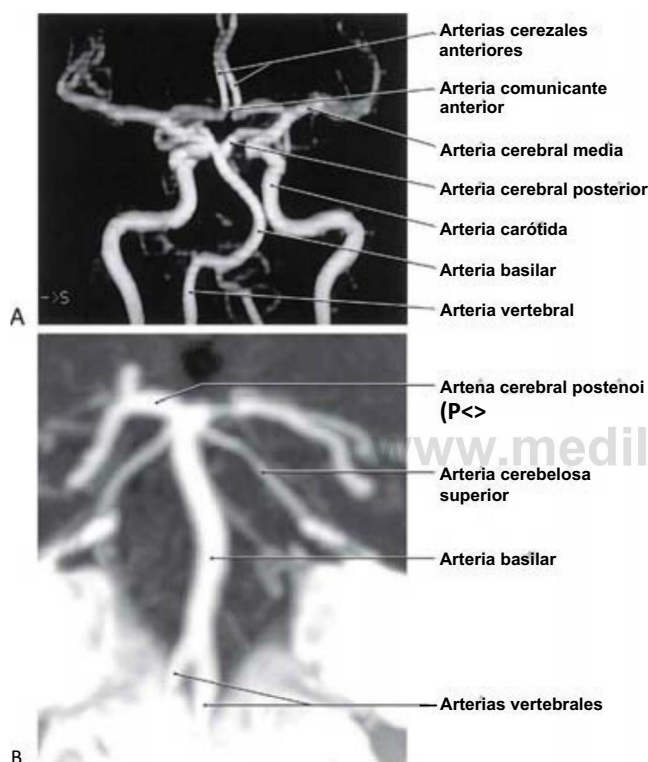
A, Angiografía por RM (ARM) de una parte de la arteria carótida interna y del sistema vertebrobasilar. B, Angiografía por TC (ATC) con la vista correspondiente del sistema vertebrobasilar. Téngase en cuenta que en la imagen de ATC el segmento inicial de la arteria cerebral posterior (Pj) muestra un estrechamiento en este paciente.
